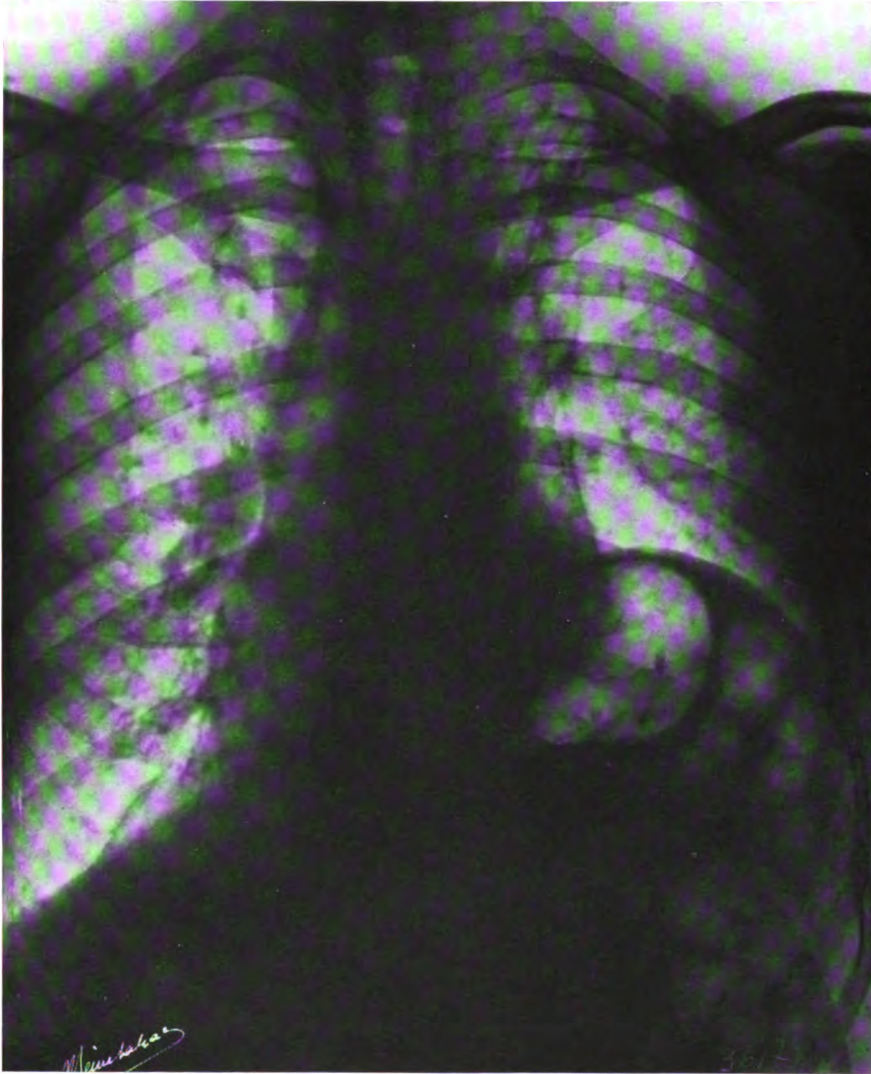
CAS II. — Téléradiographie thoraco-abdominale après ingestion de bouillie opaque, sujet debout; épaisseur thoracique antéro-postérieure 22 cm, parois épaisses, respiration légère, position frontale antérieure, distance anticathode, film 1 m 60, pose 0',16.
